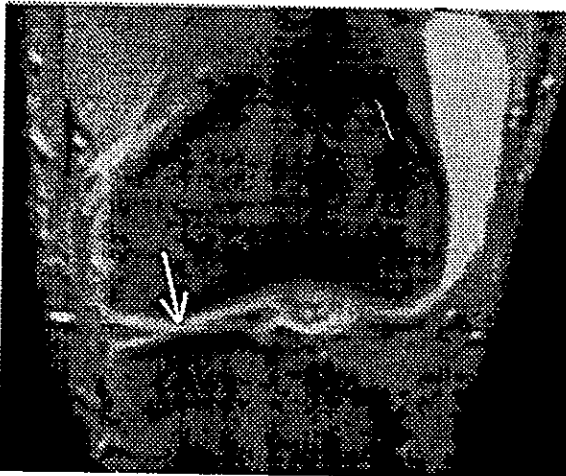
IRM Eco de Gradiente en Coronal con FL2D 25 Tiempo de Relajación 612 Tiempo de Eco 18 que muestra Fractura en Asa de Balde de la Porción Anterior del Menisco Medial. Derrame en Receso Medial Retro y Suprapatelar.
